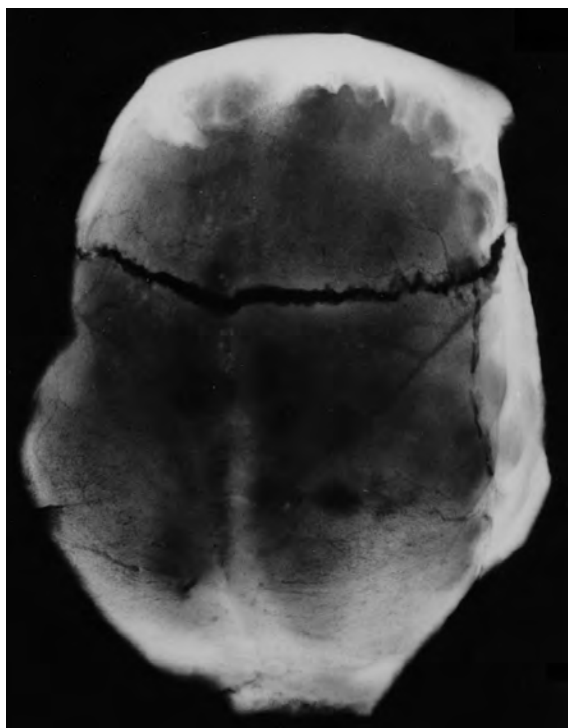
Radiografia del crani de Sant Cugat del Vallès.
